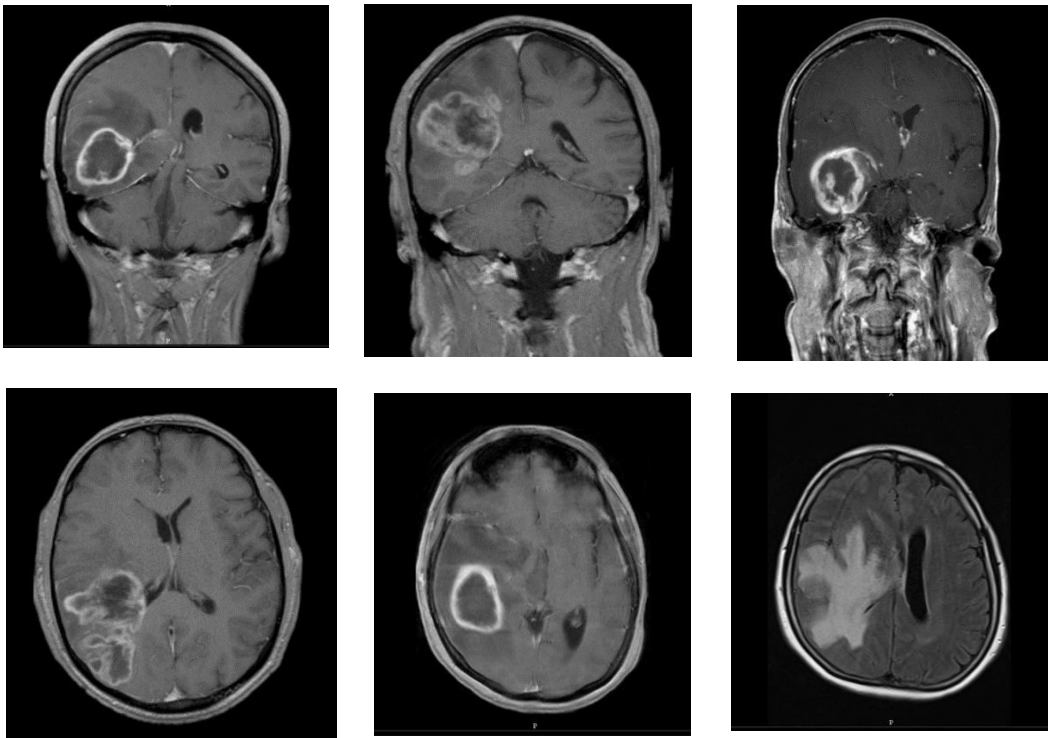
Schädel-MRT-Bilder von Glioblastomen mit Kontrastmittel (Gadolinium)-aufnehmenden Läsionen, T1 gewichtet (coronar und transversal)
